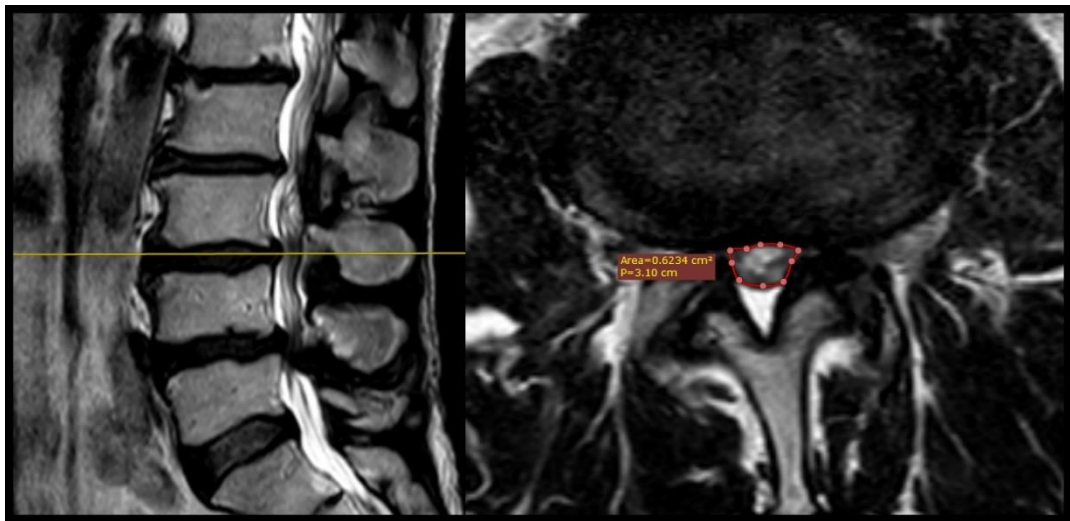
МР-томограма на рівні L3-L4 до операції
